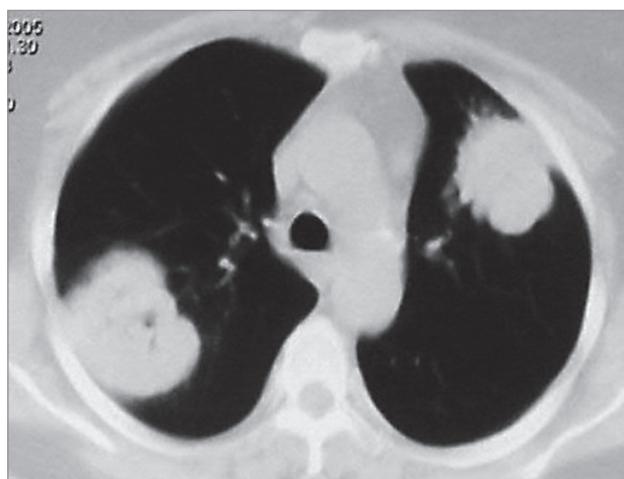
Единичные метастазы рака шейки матки в легких. Компьютерная томография
